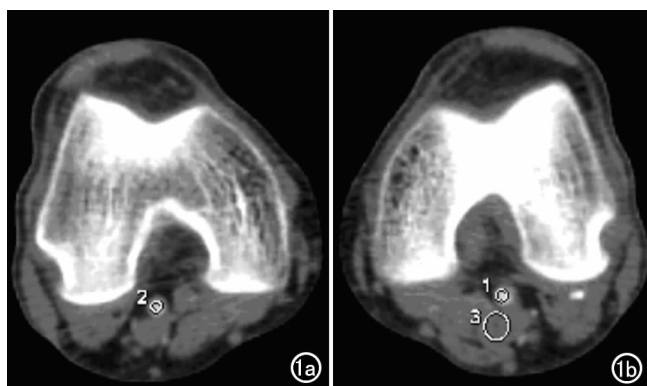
a) 右侧腘动脉水平 CT 值测量; b) 左侧腘动脉水平 CT 值、同平面邻近肌肉及噪声值 CT 测量。
